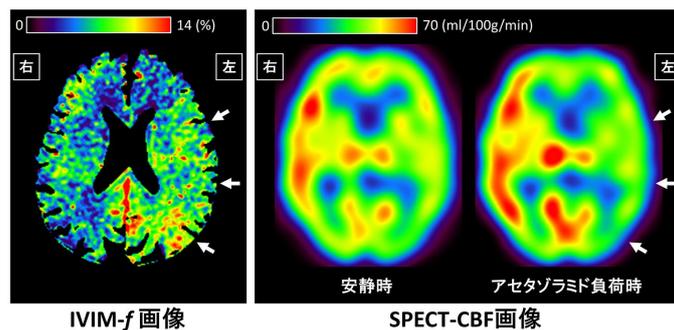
左内頸動脈狭窄症患者(74 歳男性、狭窄率 95%、症候性)の IVIM-*f* と SPECT-CBF 画像。安静時・アセタゾラミド負荷時の SPECT 画像で CVR 低下を示す領域で IVIM-*f* の増加が認められる(矢印)。IVIM-*f* 患側/健側比は 1.21、患側 SPECT-CVR 値は-11.5%であった。
